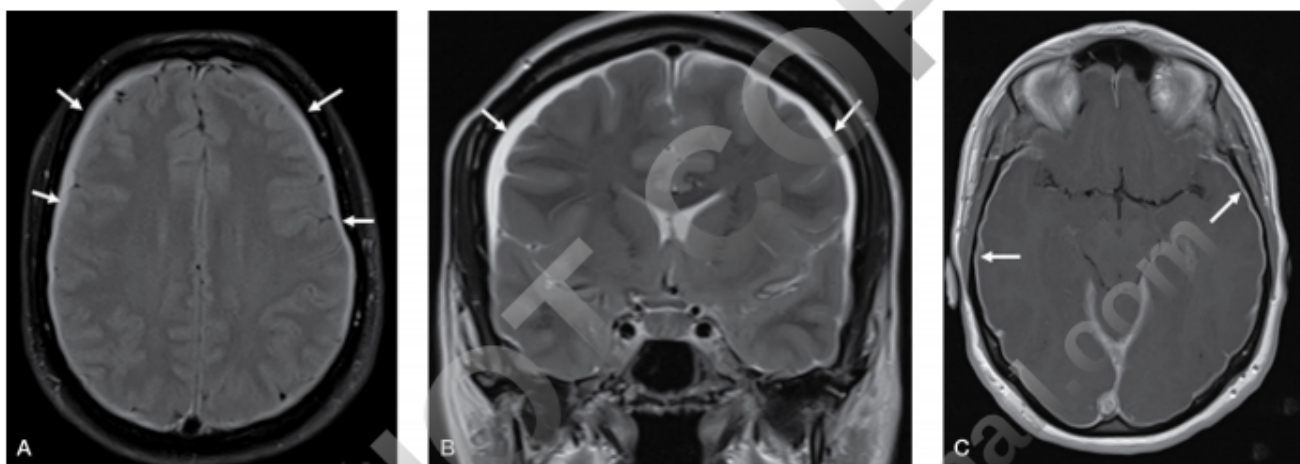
RM en el síndrome de hipotensión del líquido cefalorraquídeo (LCR). A y B. Secuencias FLAIR axial y T2 coronal de RM en las que se objetivan colecciones de LCR en los espacios subaracnoideos (flechas) y una disminución del tamaño ventricular. C. Secuencia SE-T1 axial de RM con contraste en la que se observa captación difusa de la duramadre.
